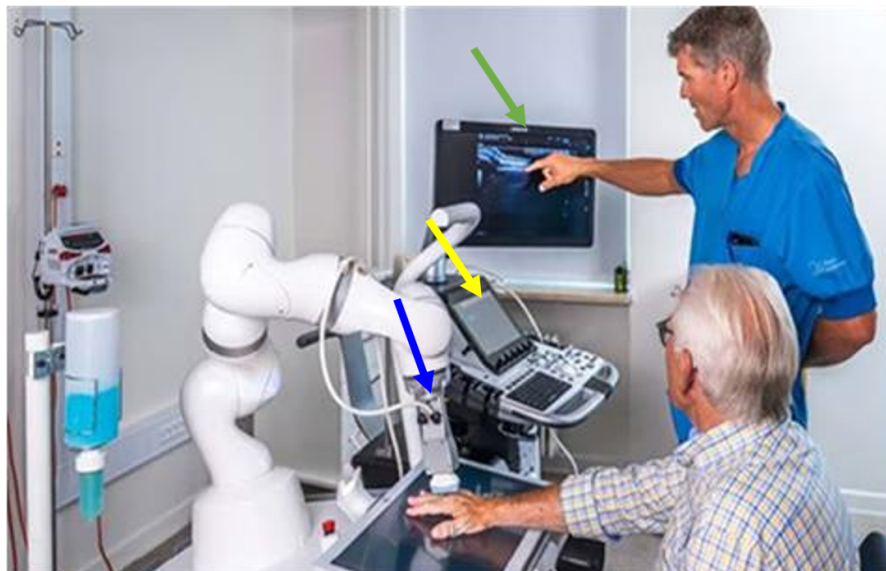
Aspectos técnicos del ultrasonido robótico. 1.1 Flecha azul: brazo robotizado. 1.2 Flecha amarilla: Consola con controles de ultrasonido. 1.3 Flecha roja: transductor lineal del equipo ultrasonográfico. 1.4 Flecha verde: monitor a través del cual se visualiza la imagen al realizar el ultrasonido. 1.5 Flecha naranja: Técnico operacional quien manipula la consola e instruye al paciente. 1.6 Flecha negra: Paciente sobre el cual se realiza el ultrasonido robótico. 1.7 Flecha púrpura: área de exploración donde se va a ubicar al paciente para realizar el estudio. Fotografía obtenida de <https://www.diagnotecmed.cl/index.php/ecografiarobotica.html>.
